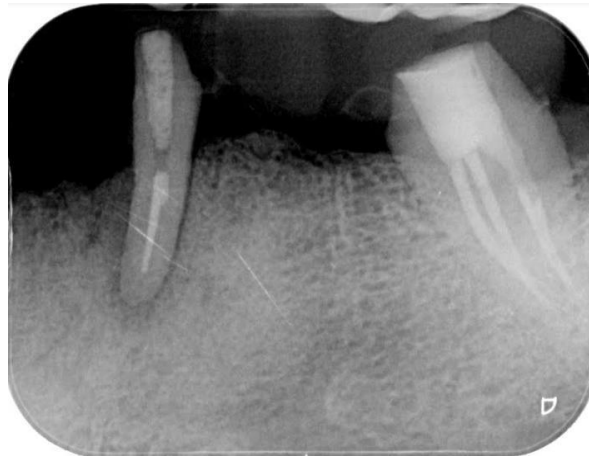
Contrôle radiographique à 8 mois. (86)
